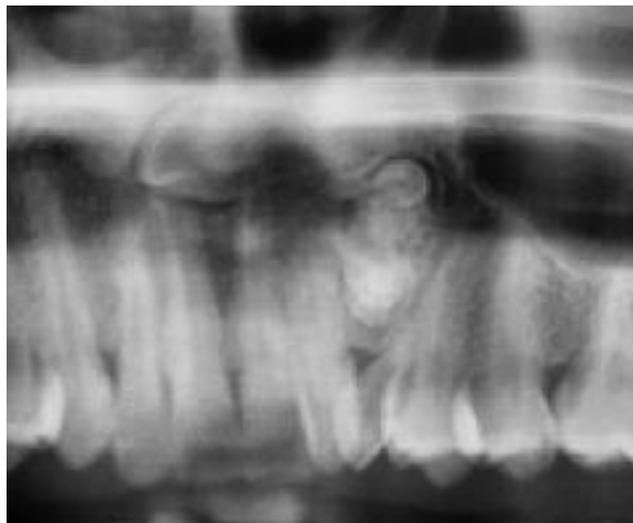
Ampliación de Radiografía Panorámica
